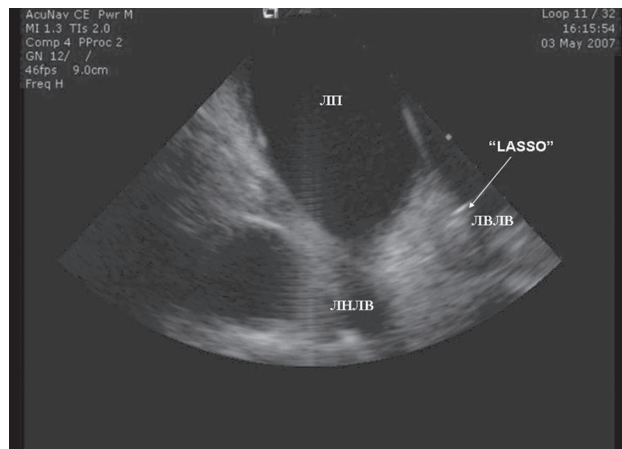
Внутрисердечное эхокардиографическое исследование. Диагностический катетер LASSO позиционирован в устье левой верхней легочной вены. ЛП – левое предсердие, ЛВЛВ – левая верхняя легочная вена, ЛНЛВ – левая нижняя легочная вена
